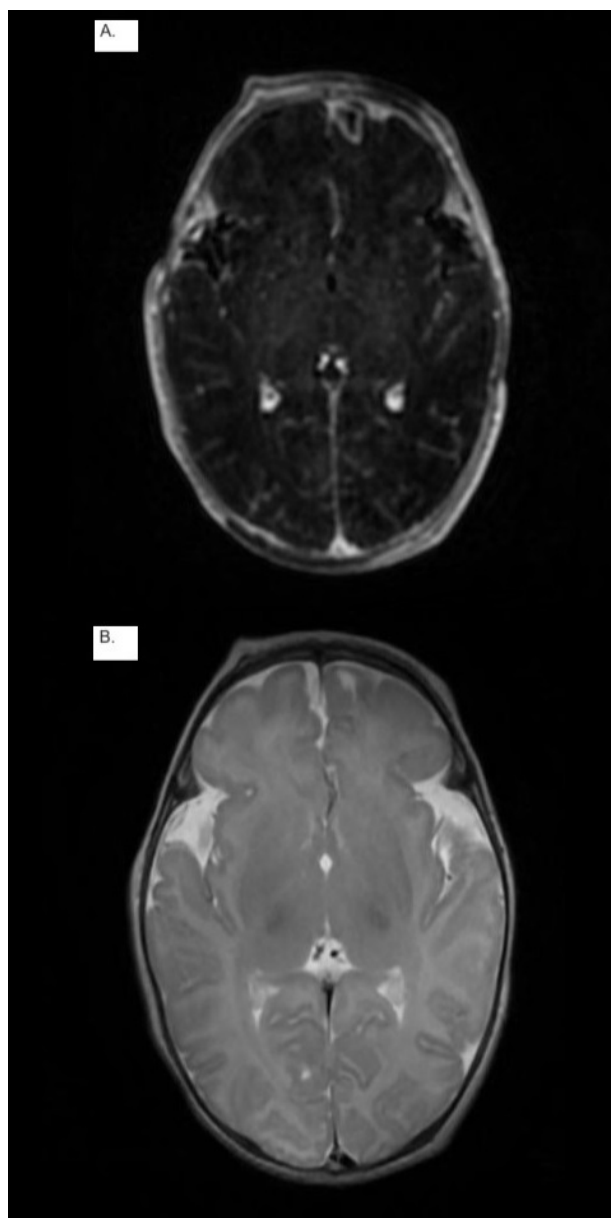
A. Resonancia magnética cerebral simple B. Resonancia magnética cerebral contrastada, en las que se observa absceso cerebral frontal anterior izquierdo laminar y empiema local de 12 cc.
